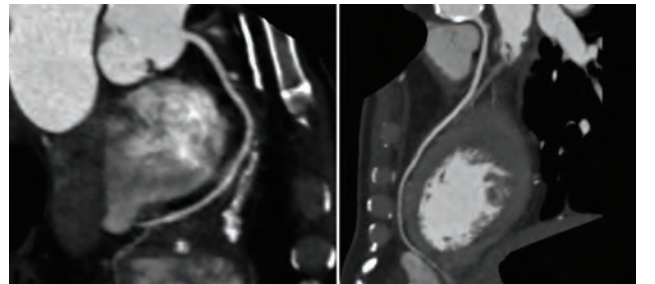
CT-angiography. Multislice CT coronary angiography revealed normal coronary arteries.
